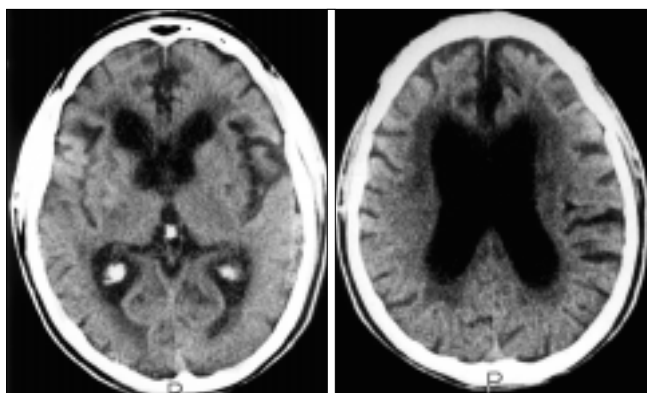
Caso 1: la TC central muestra LA anterior y posterior simétricas e imágenes hipodensas de diferente forma y tamaño en los ganglios de la base, tálamos y en la sustancia blanca del centro oval.
